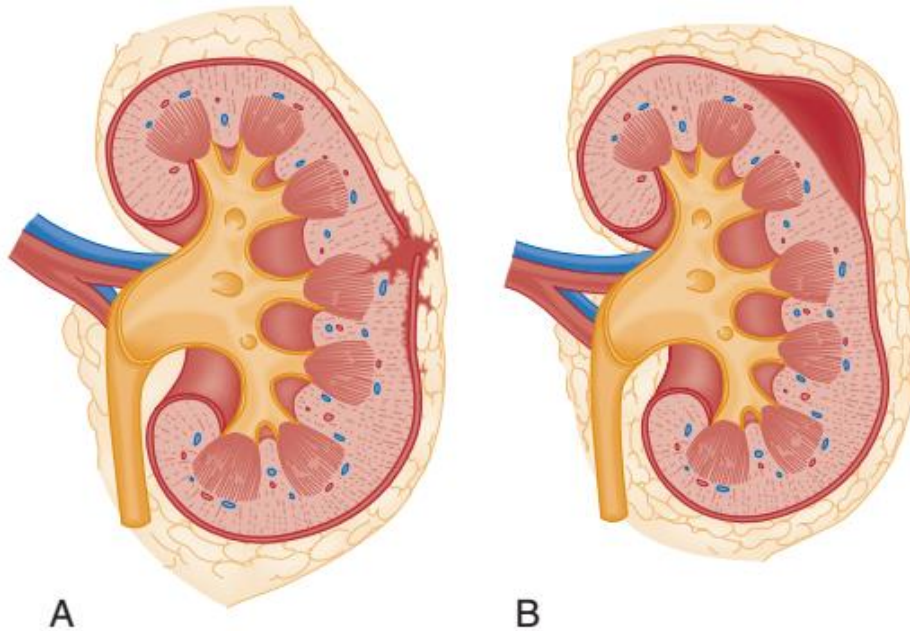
Minor renal injuries. A, Minor renal laceration. B, Renal contusion. (From Nicolaisen GS, et al: Renal trauma: Re-evaluation of the indications for radiographic assessment. J Urol 133:183, 1985.)
